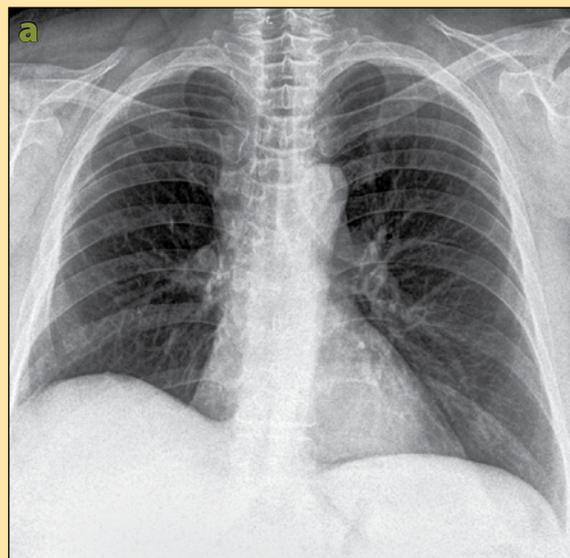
(a) Radiografía de tórax posteroanterior (PA) de características normales (23 de marzo de 2015). (b) Radiografía de tórax lateral de características normales (23 de marzo de 2015).
